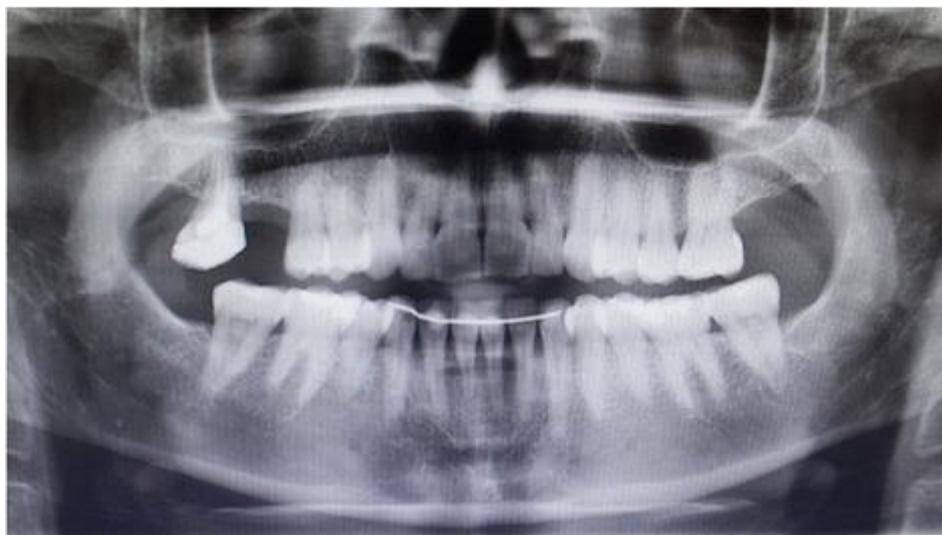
Ортопантомограмма пациента до начала лечения.
